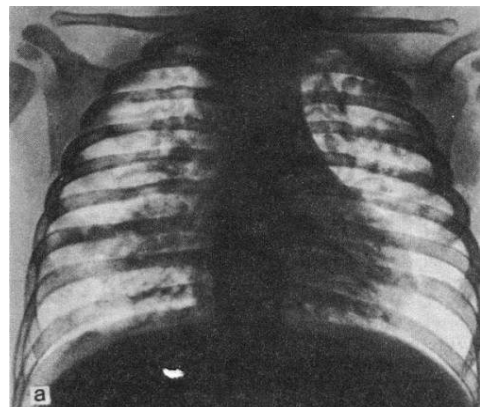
Рентгенограмма легких с признаками туберкулеза
